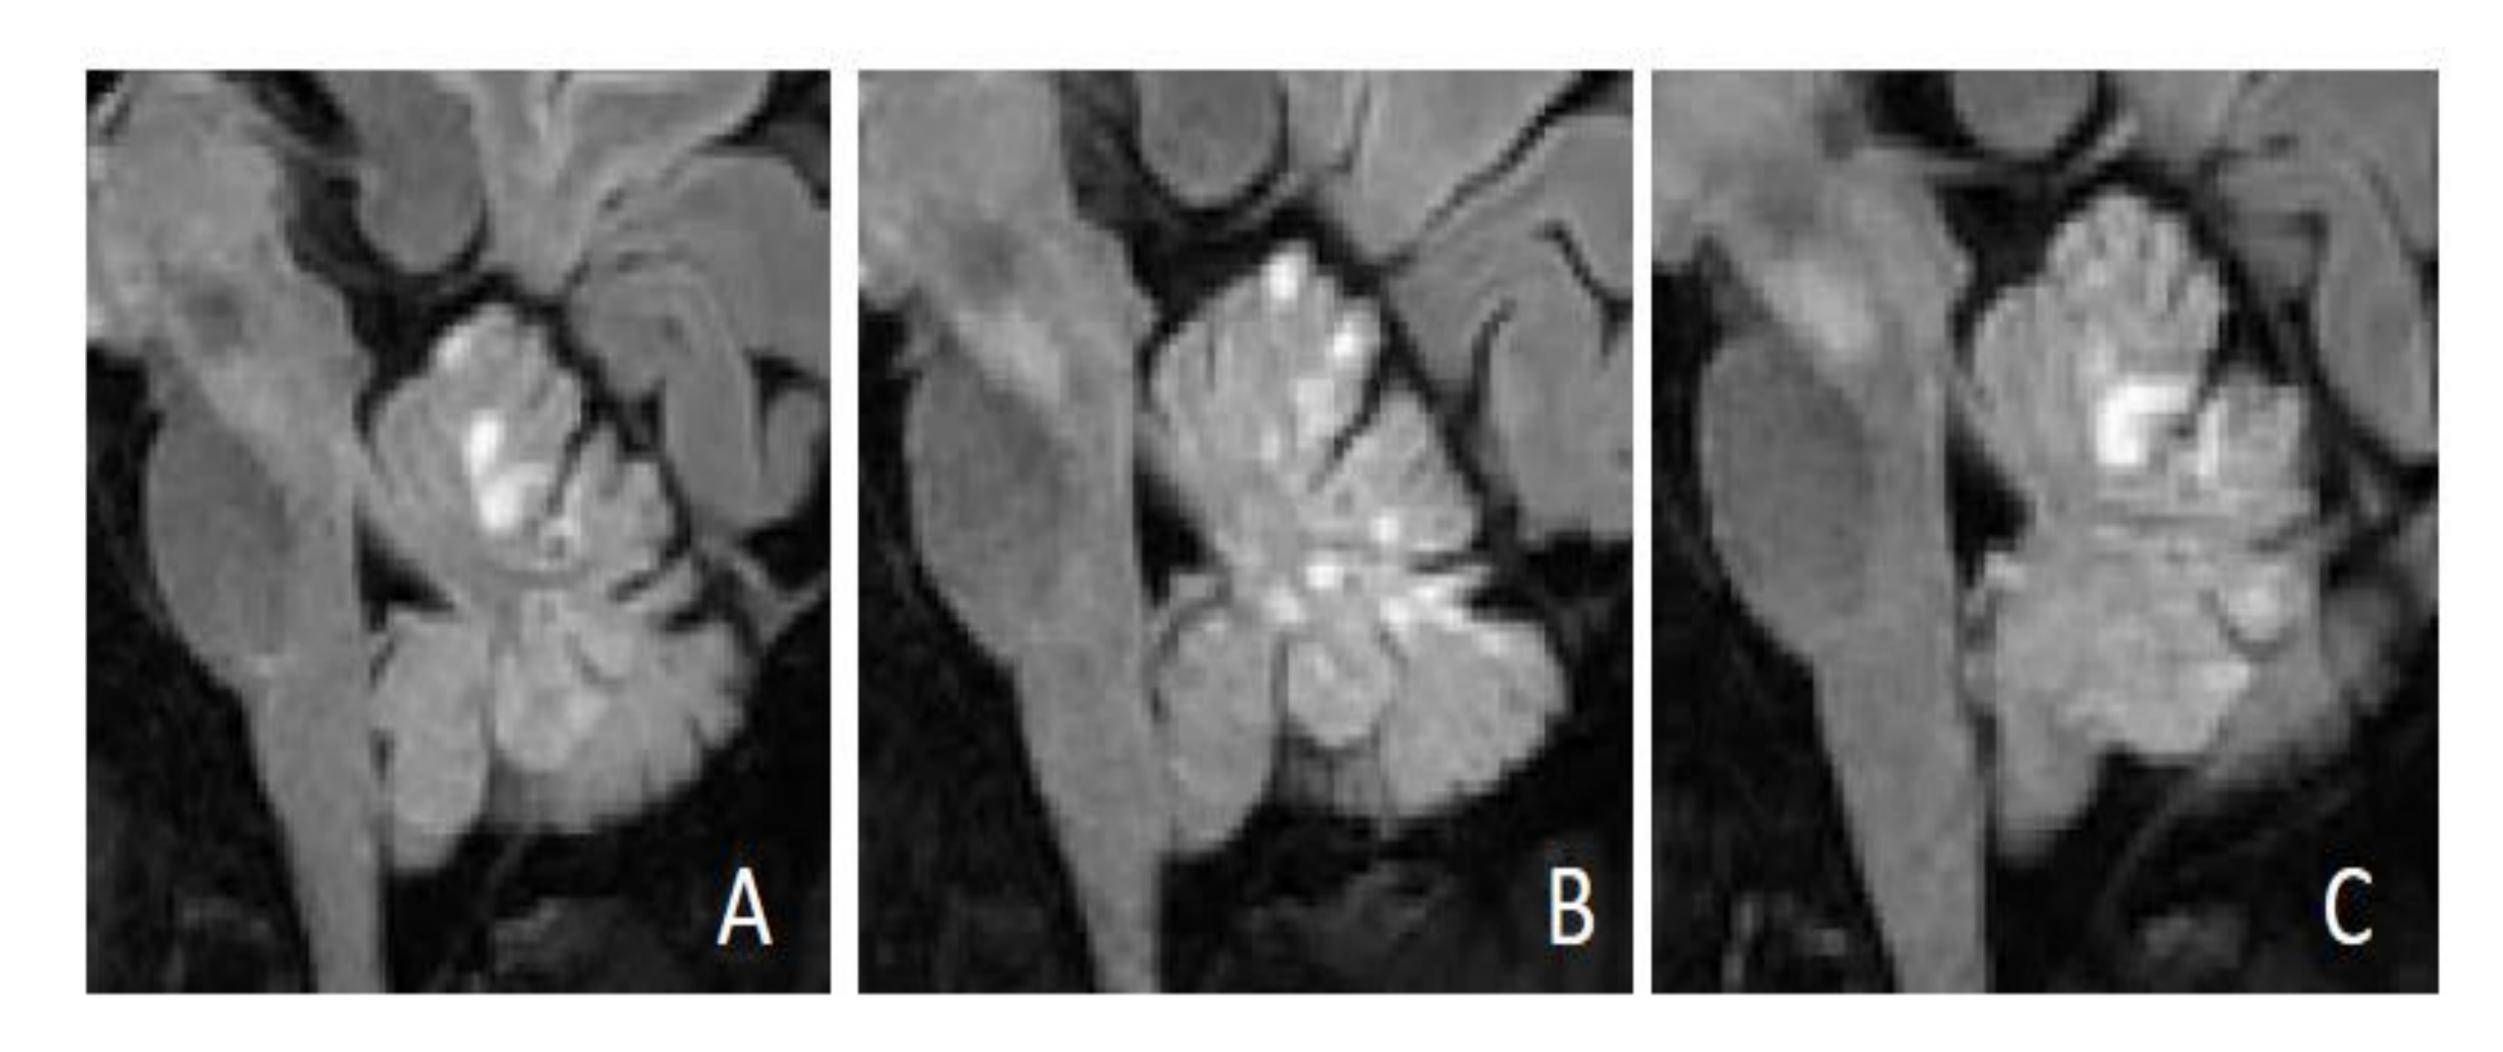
RM con secuencias FLAIR sagitales donde se identifican varias lesiones hiperintensas nodulares en cerebelo sugestivas de MVNT.
